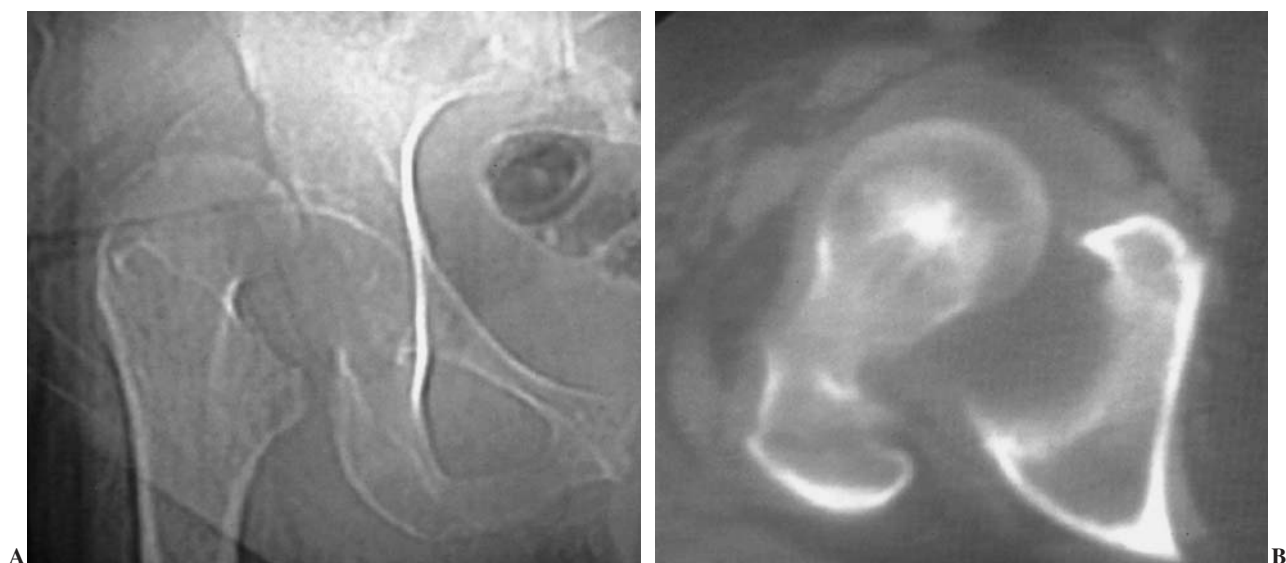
Radiografía (A) y tomografía axial computarizada (TAC) después de la segunda luxación (B). Se comprueba que es una luxación anterior y superior.
